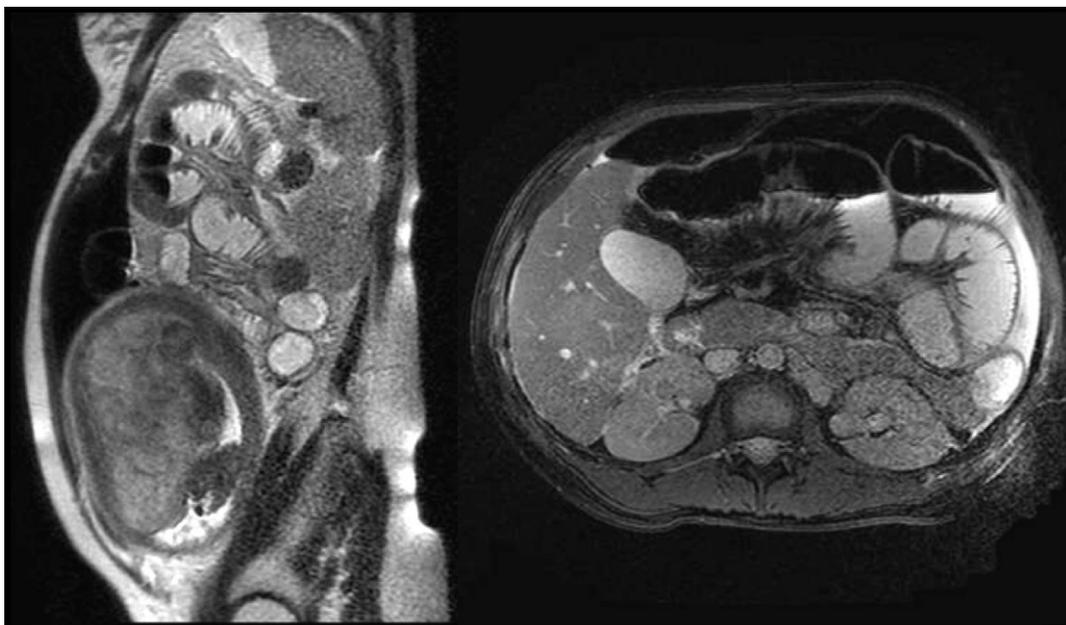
Secciones axial y sagital de resonancia magnética abdominal en que se observa neumoperitoneo y líquido libre con íleo mecánico-inflamatorio.
